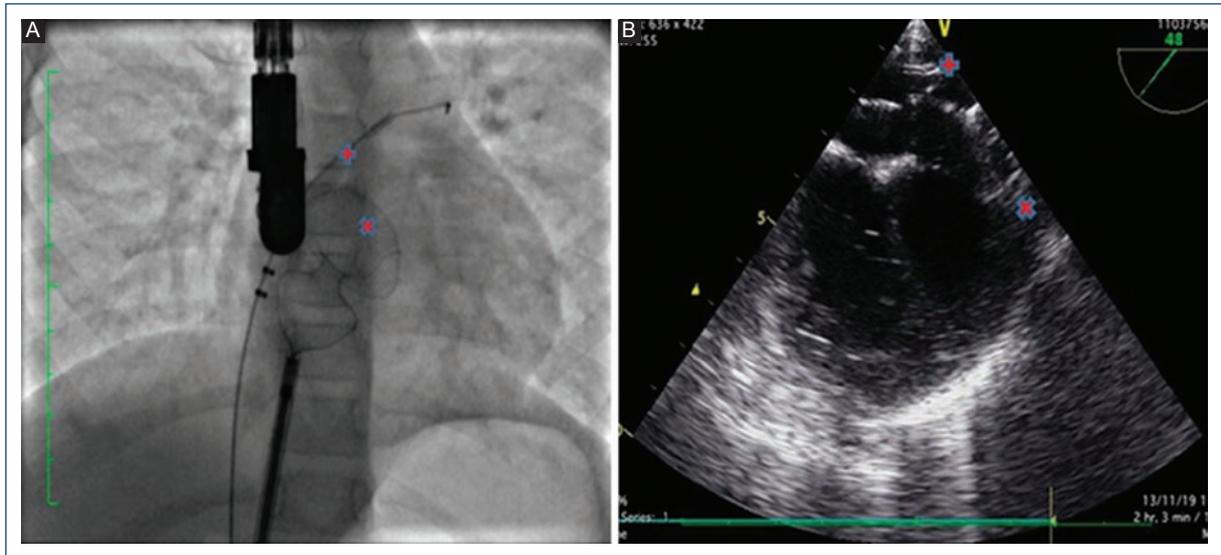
A: imagen fluoroscópica. B: ecocardiografía transesofágica simultánea. Se observa el dispositivo ocluidor de la comunicación interauricular desplegándose (x). Se usa el balón de medición parcialmente inflando (+) para dar soporte al disco izquierdo del dispositivo, manteniendo su posición en la aurícula izquierda y evitando de esta forma su desplazamiento o luxación hacia la aurícula derecha.
